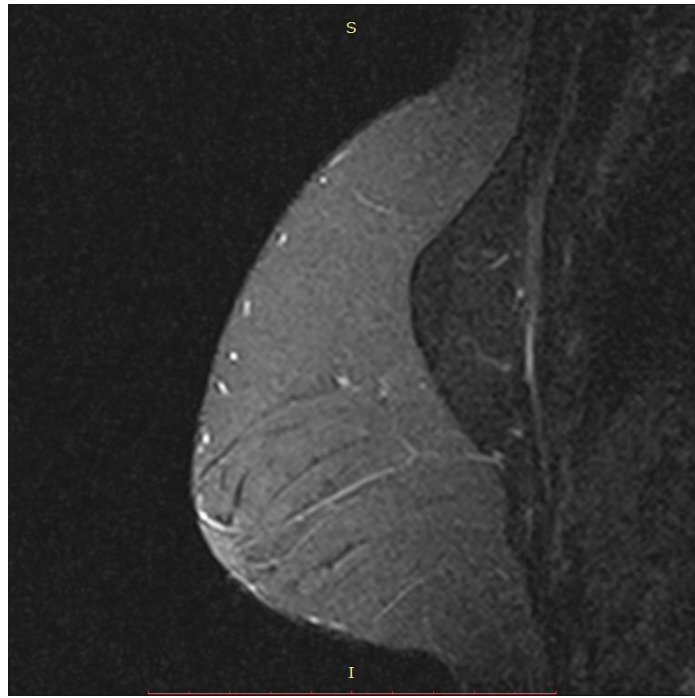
Пацієнтка К, 18 років. Тубулярні груди II типу. На МРТ-дослідженні зменшення діаметра міжреберної перфорантної артерії, що проходить у складі септи Вюрінгера.
